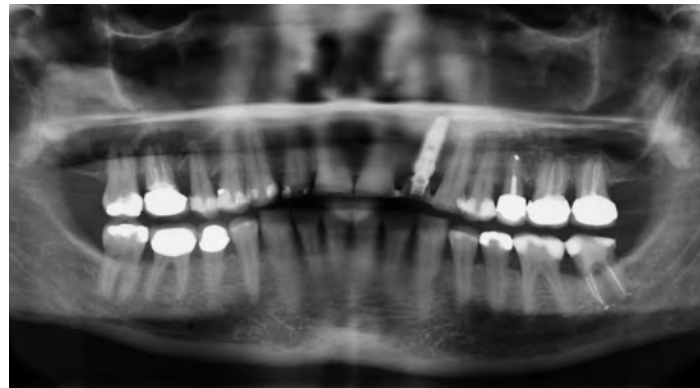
Röntgenkontroll-Aufnahme
